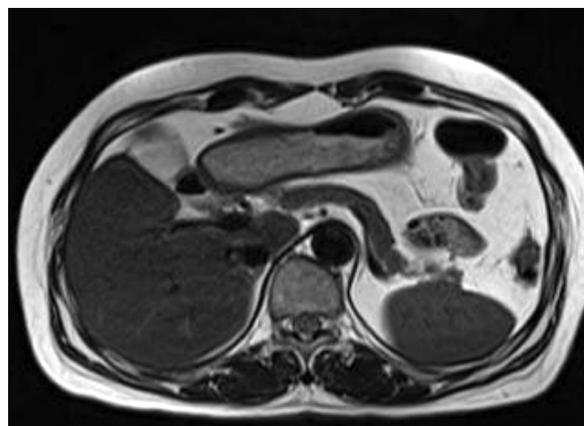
Abdominal magnetic resonance image shows no definite evidence of tumor.
